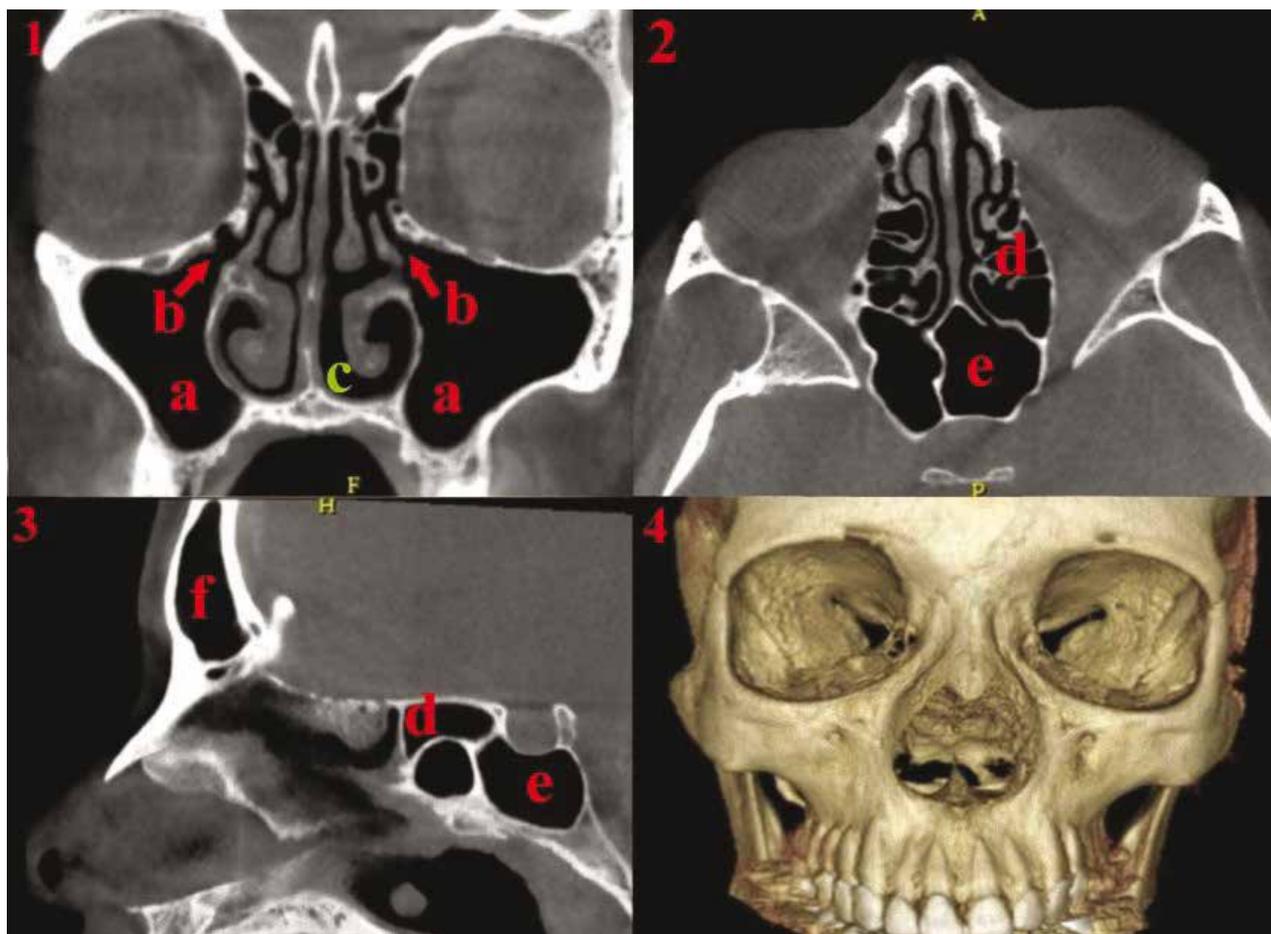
Anatomie cone beam des sinus de la face : Noter la densité aérique des sinus (noirs) et la muqueuse sinusienne peu ou pas visible.
